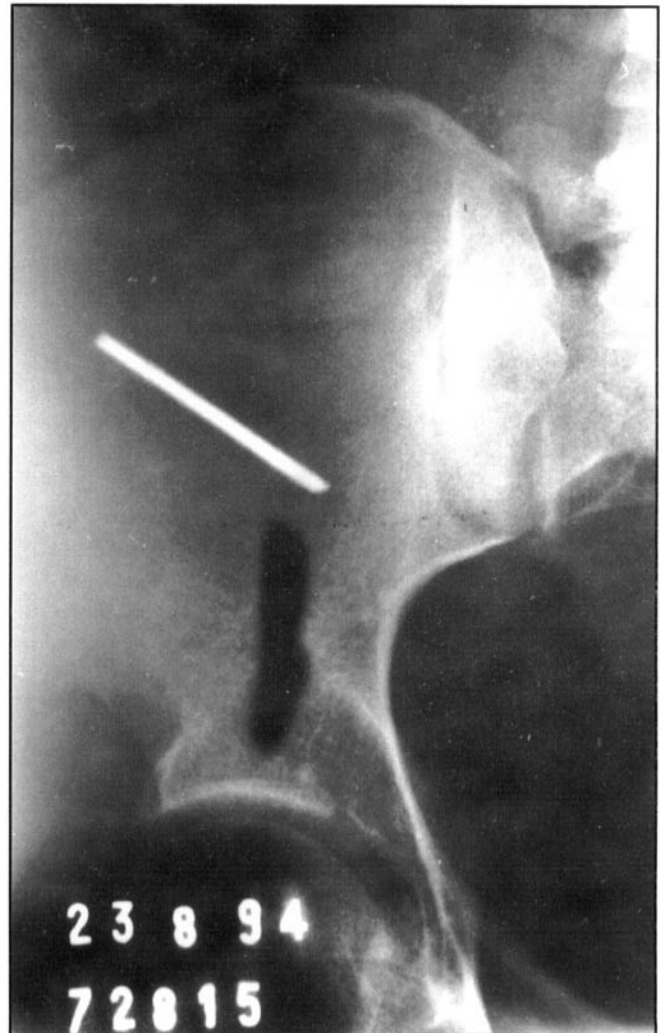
Radiografia de abdome. Corpo estranho na fossa ilíaca direita.
